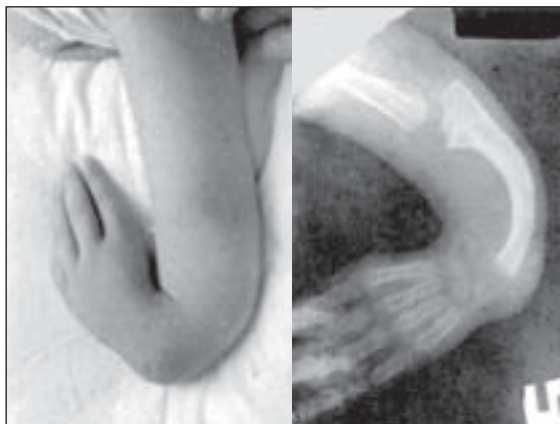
Проксимальна поздовжня ектромелія (аплазія променевої кістки). Загальний вигляд та оглядова рентгенограма
